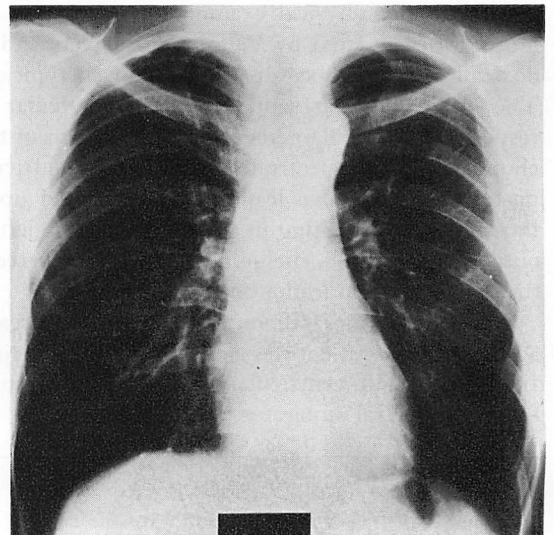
Posteroanterior chest X-ray film on admission.
